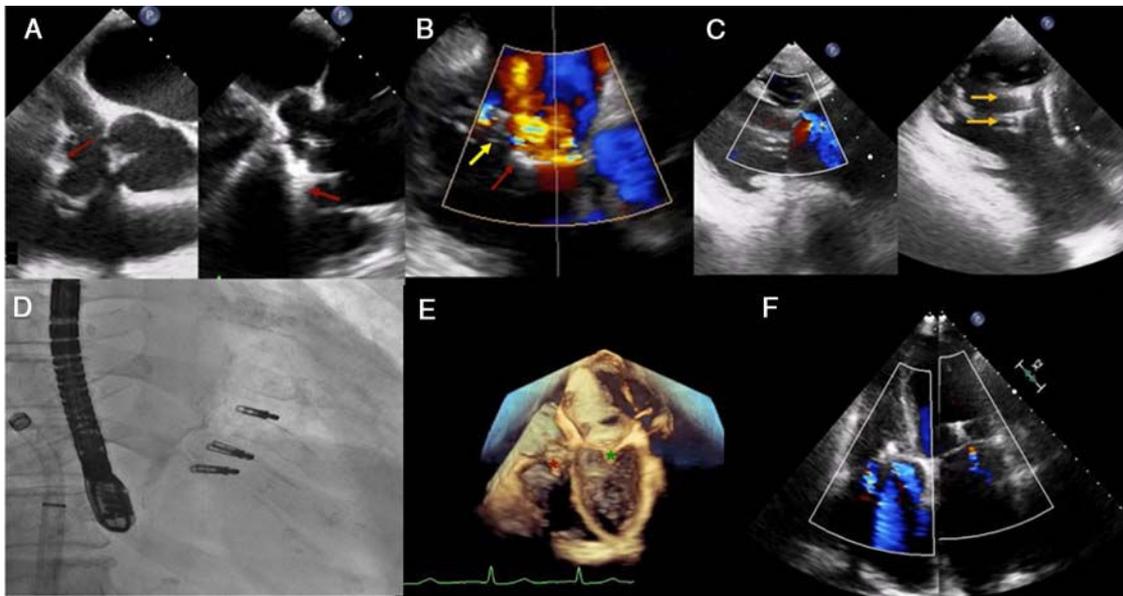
A: ETE que muestra el clip en la zona central de la válvula y con sus brazos abiertos sobre velos (flechas rojas). B: ETE con primer (flecha roja) y segundo clip (flecha amarilla). C: ETE del plano transgástrico en ejes largo y corto, con resultado final en color y visualización de los 2 clips (flechas amarillas) respectivamente. D: imagen fluoroscópica. E: ETT 3 D; clips mitral (asterisco verde) y tricuspídeo (asterisco rojo). F: ETT del resultado en el seguimiento. ETE: ecocardiograma transesofágico; ETT: ecocardiograma transtorácico. Esta figura se muestra a todo color solo en la versión electrónica del artículo.
